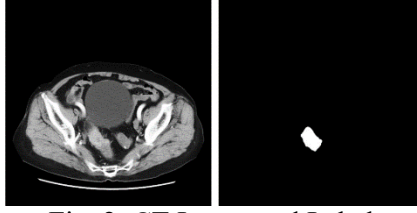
CT Image and Label.
